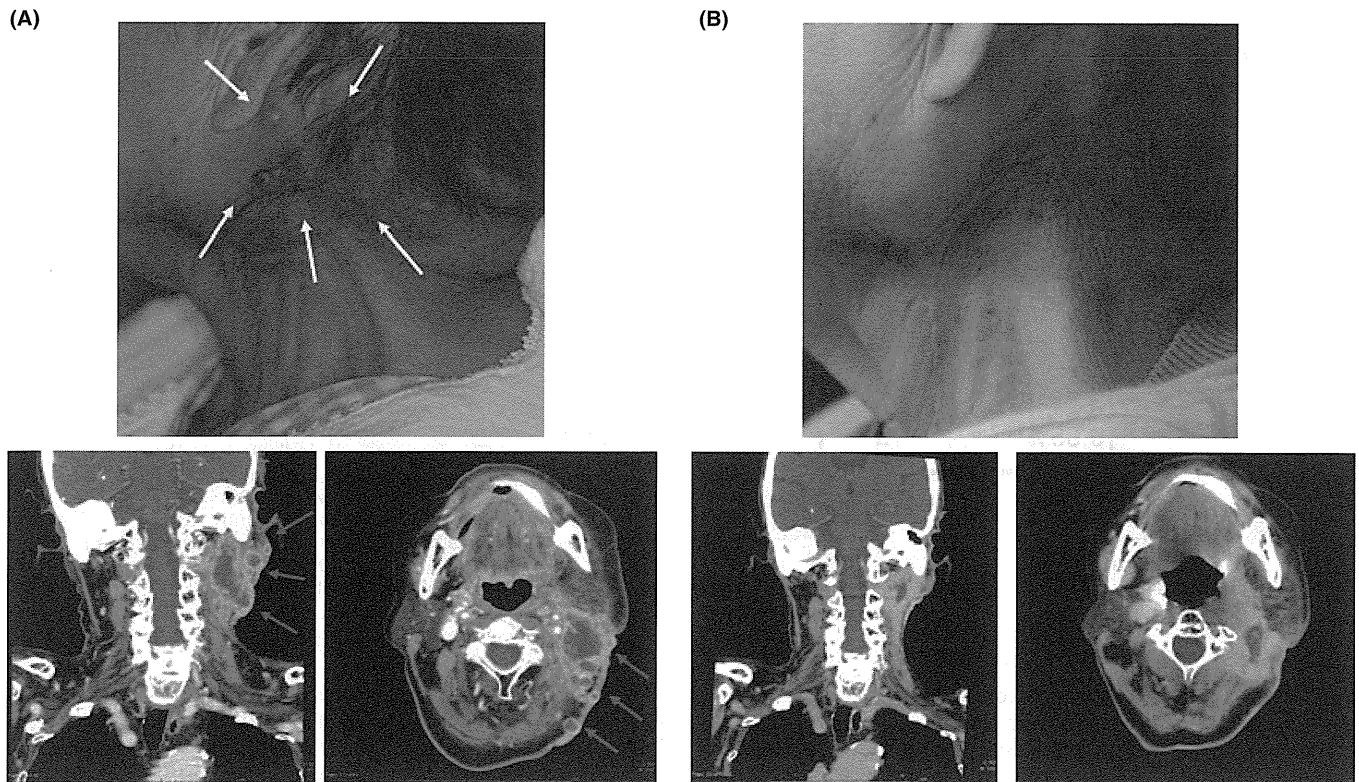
Photograph of skin on the neck and computed tomography (CT) scan image of the neck showing metastatic tumors of case 10. (A) Photograph of skin on the neck and CT scan image of the neck before vaccination. Axial contrast-enhanced CT image shows multiple metastatic tumors (arrows). (B) Photograph of skin on the neck and CT scan image of the neck after the fifth vaccination. The metastatic tumors show significant remission after the fifth vaccination compared with before vaccination (70% reduction).
